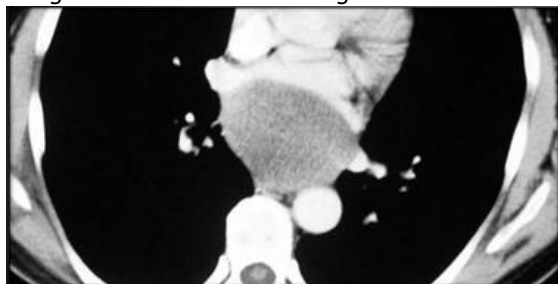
Lesão cística subcarinal. A tomografia permite a medida da densidade da lesão permitindo a identificação de conteúdo líquido (0 a 30 UH) Forma mediastinal
